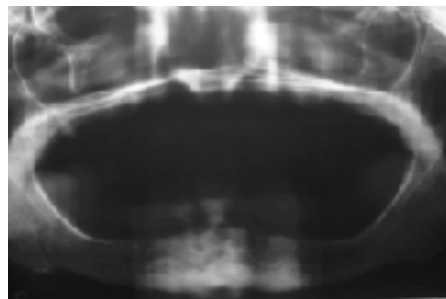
Typische röntgenologische Ausgangssituation.
